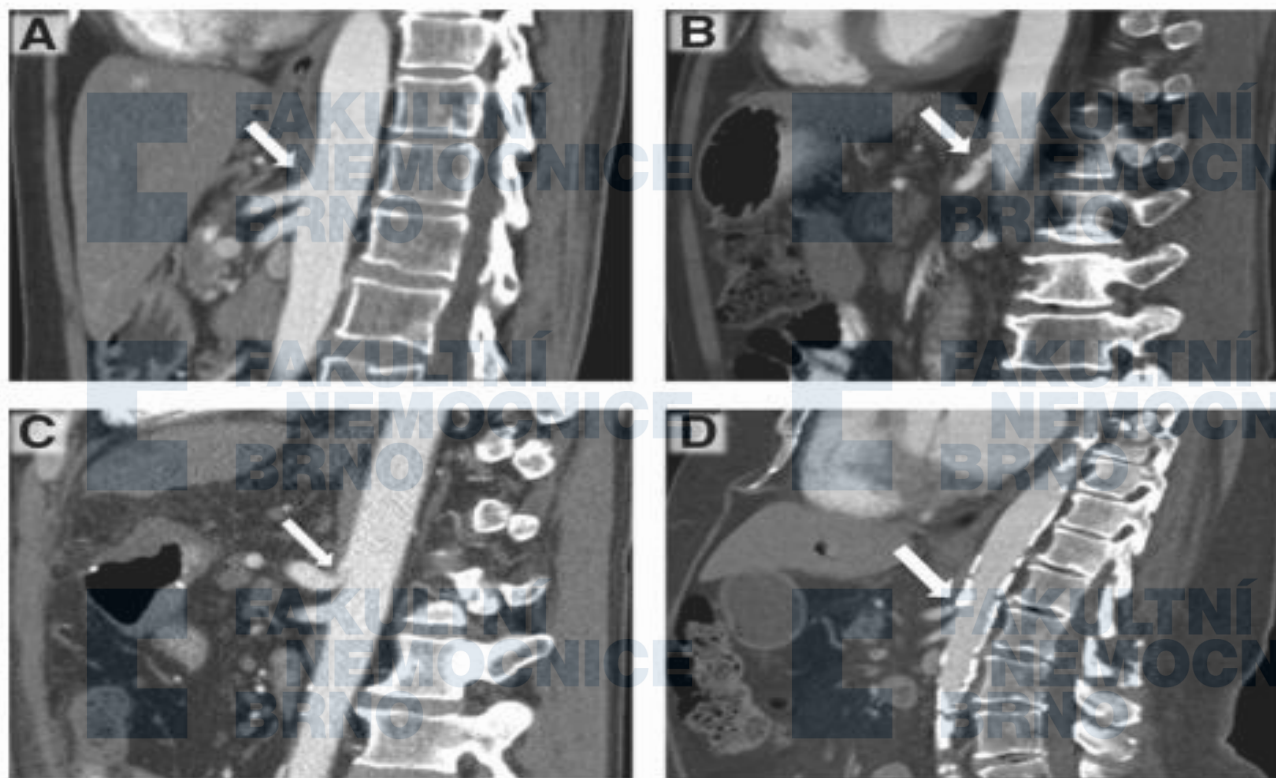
Examples of celiac axis without stenosis (A) and of CAS of different grades (B–D) in sagittal reconstructions of contrast-enhanced computed tomography during arterial phase. (A) No evidence of celiac axis stenosis (white arrow). (B) Grade A (30%–<50%) extrinsic CAS (white arrow). (C) Grade B (50%–≤80%) extrinsic CAS due to median arcuate ligament with the characteristic hooked appearance (white arrow). (D) Grade C (>80%) intrinsic CAS due to severe atherosclerosis (white arrow). CAS indicated celiac axis stenosis.
